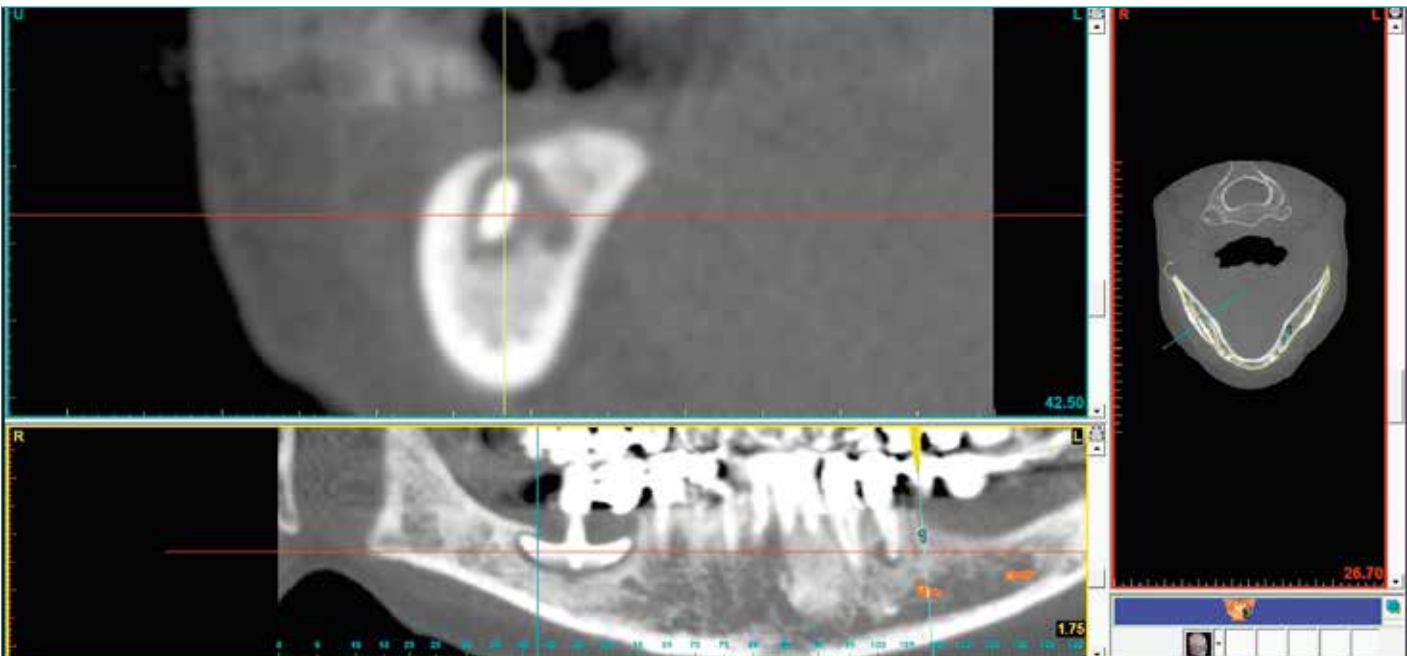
Ausgangssituation im Röntgenbild zeigt die unmittelbare Verbindung Nerv – infiziertes Implantat vor der Explantation.
